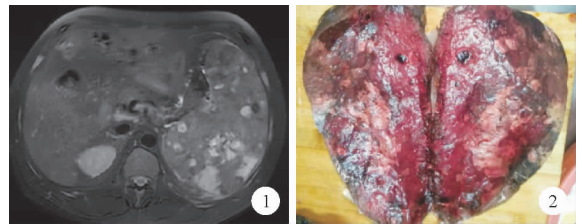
患者2020年7月25日上腹部MRI检查结果 图2 患者2020年8月7日行脾脏切除术:切除脾脏的大小为22cm×18cm×12cm,表面部分被膜缺失,切面暗红,见多处灰白灶
